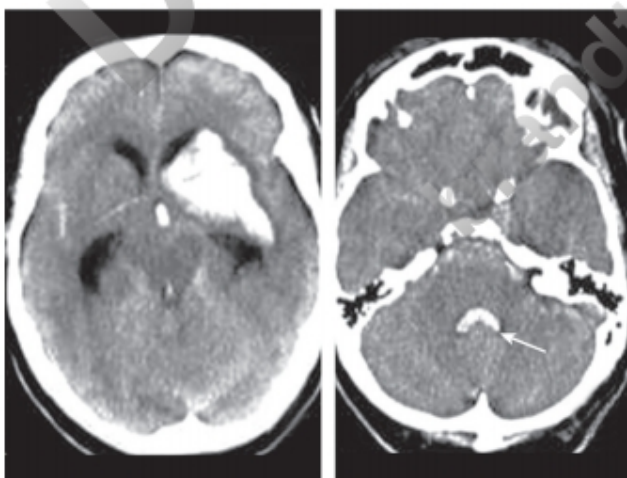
TC sin contraste. Hematoma del núcleo caudado con inundación ventricular. Obsérvese la sangre en el cuarto ventrículo (flecha).
